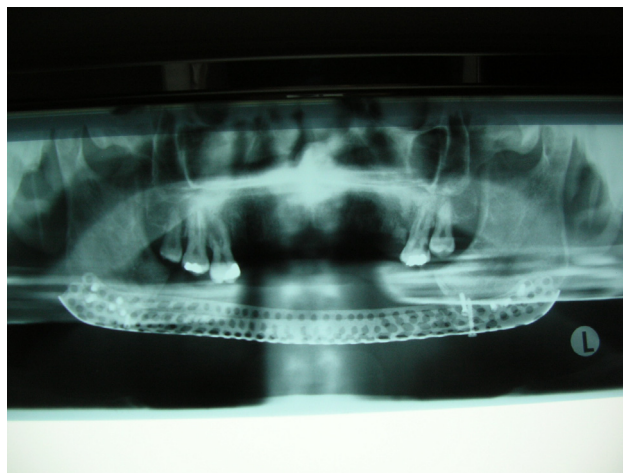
Röntgenbild eines Patienten, dessen Unterkiefer nach einer Tumorresektion mit einer durchgehenden Platte und Schrauben fixiert wurde.
